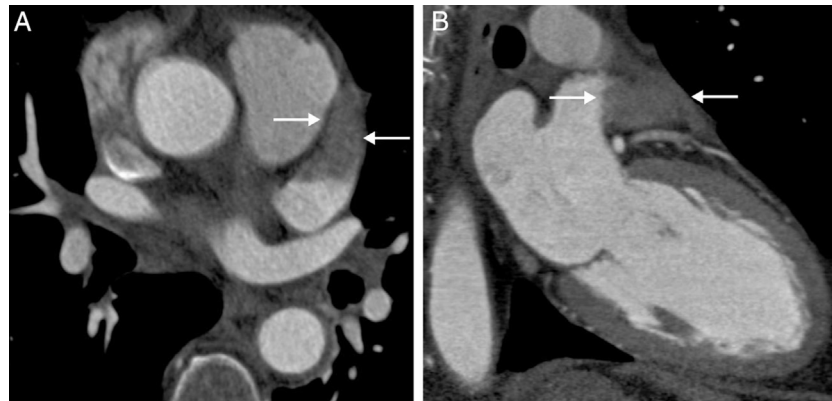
TC cardíaca. A) Plano axial a nivel de la OI. B) Eje largo vertical. La OI presenta una caída abrupta de los niveles de atenuación distal (defecto de llenado), de bordes bien definidos, compatible con trombo (flechas).
